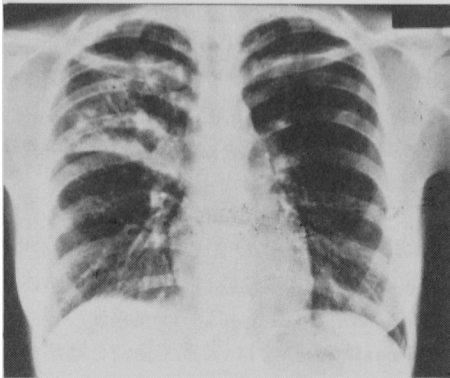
Chest X-ray on admission revealed infiltrative shadows in the right upper lobe.
